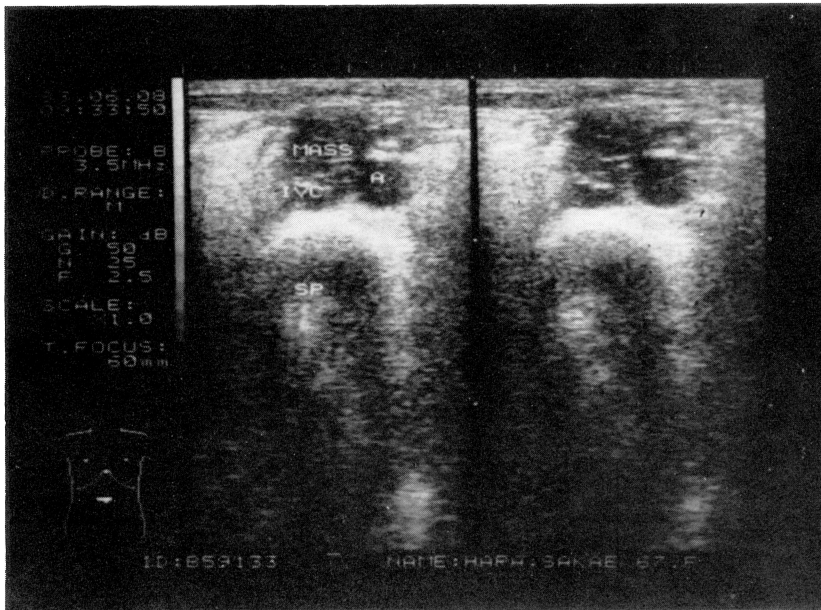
Ultrasonogram shows the tumor locating in the left side of abdominal aorta.
